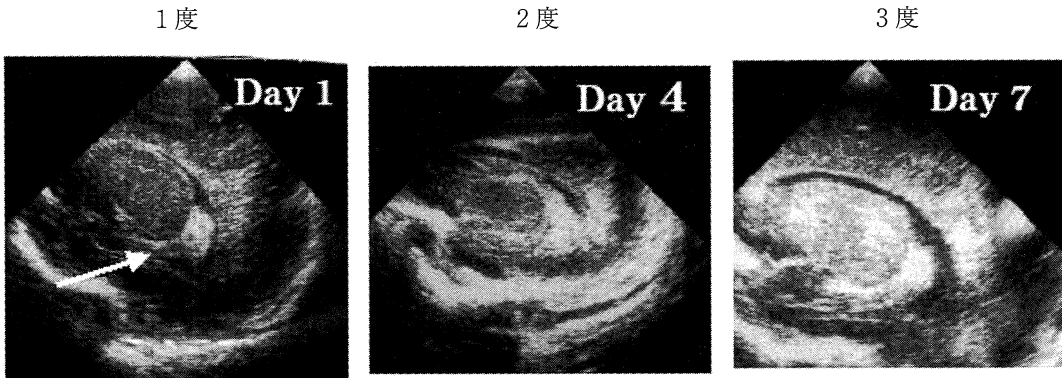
頭部超音波による高輝度エコー像による分類。
